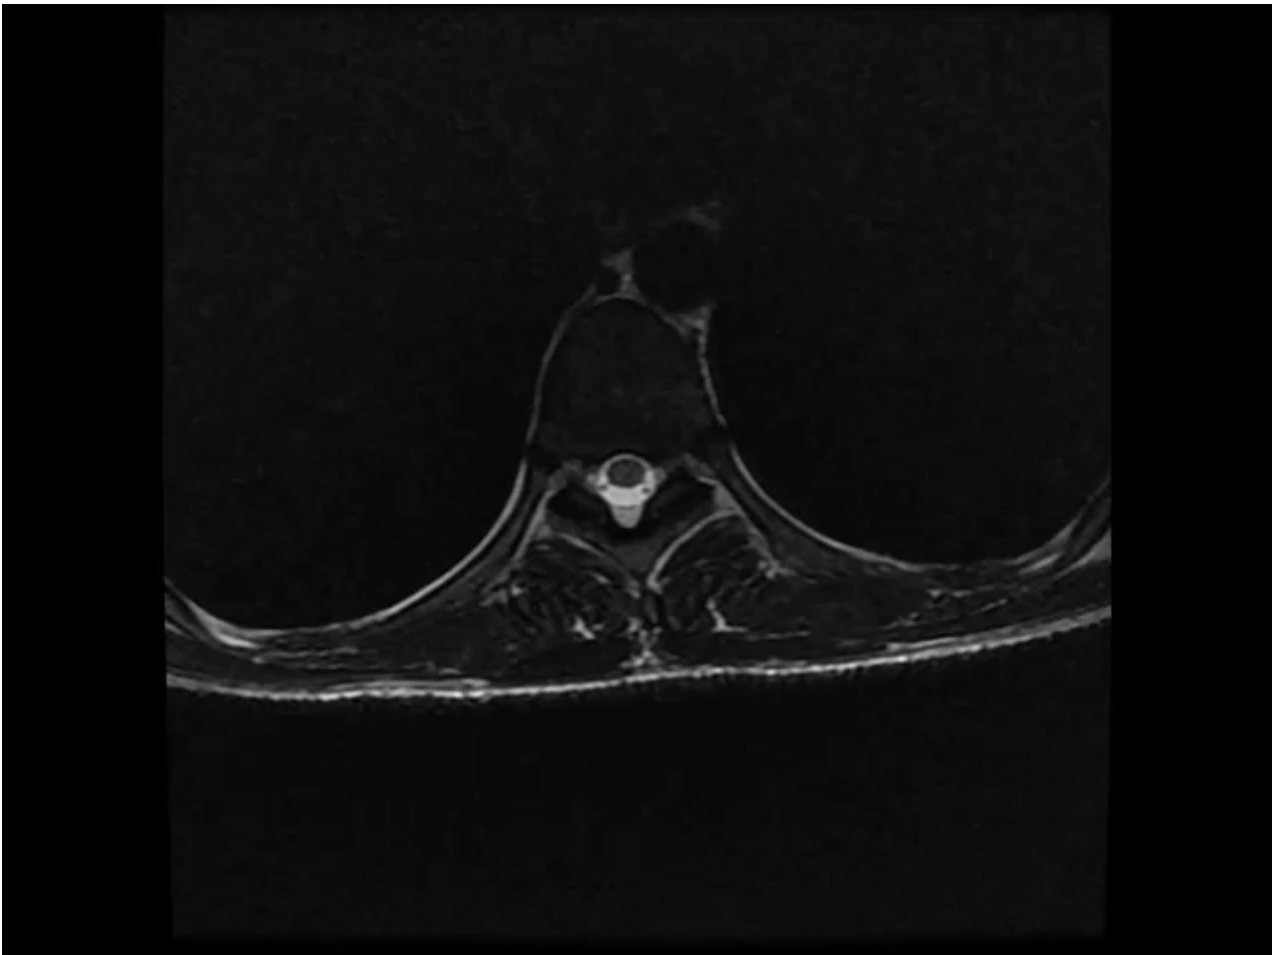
Corte axial de ressonância magnética na ponderação em T1 pós contraste: mostrando extensão aos forames neurais bilateralmente ao nível de T10.
